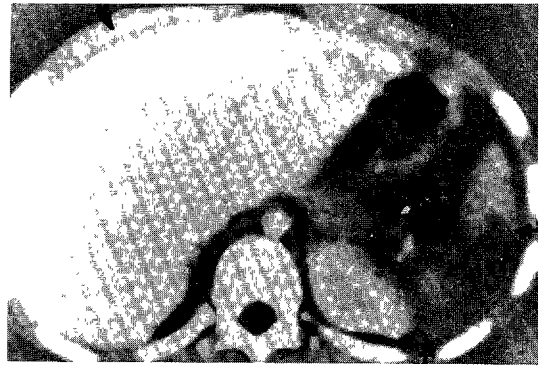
Axial abdomen CT scan with contrast enhanced reveals Severe splenic laceration(black arrows) with small intraperitoneal hemorrhage(large black arrow) without surgery and was sent home 4 wks after injury. (Grade 4) 40 year old man involved in falls accident.
